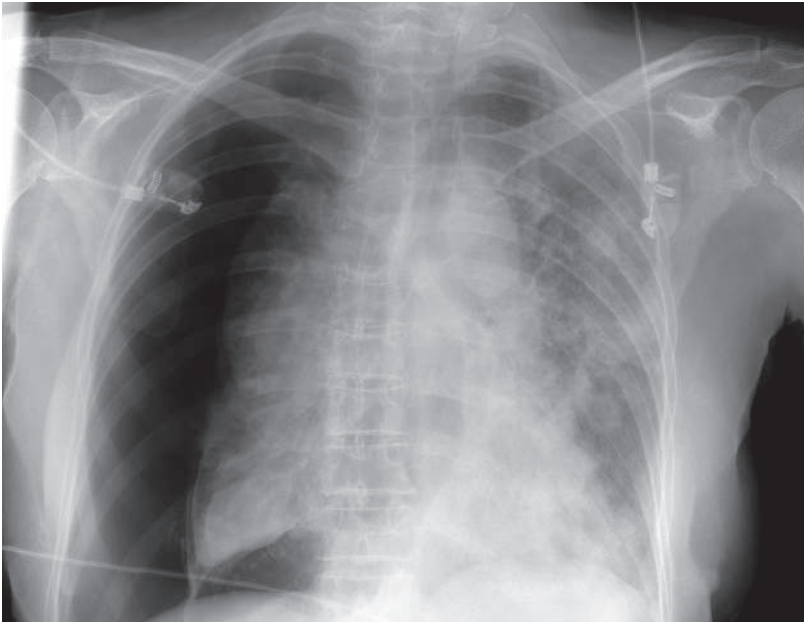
Röntgen-Thorax mit Pneumothorax rechts (Fall 2).
